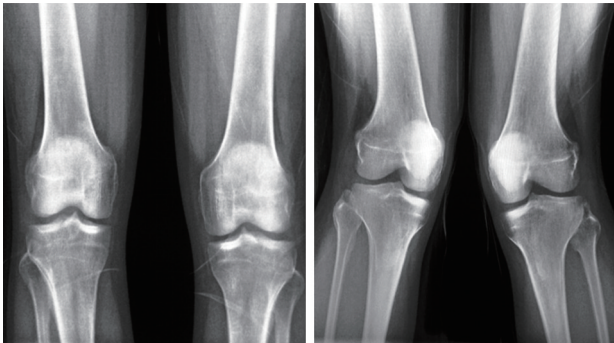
术后X线片示患膝与健侧膝正位及外翻应力位对比,间隙正常位于股骨附着印迹距离内收肌结节远端约为7.5 mm,后方约6.5 mm,而且与MCL完全是两个起点,因此,临床上不能将PMC损伤等同于MCL损伤,治疗方式不一样。POL是PMC中重要组织,大部分PMC损伤关节外部分只需要修补POL<sup>[3]</sup>。在膝关节伸直状态下,PMC是主要的抗外翻力量。研究发现<sup>[4]</sup>,前交叉韧带(anterior cruciate ligament, ACL)损伤时如果PMC结构完整,ACL功能能在一定范围内代
